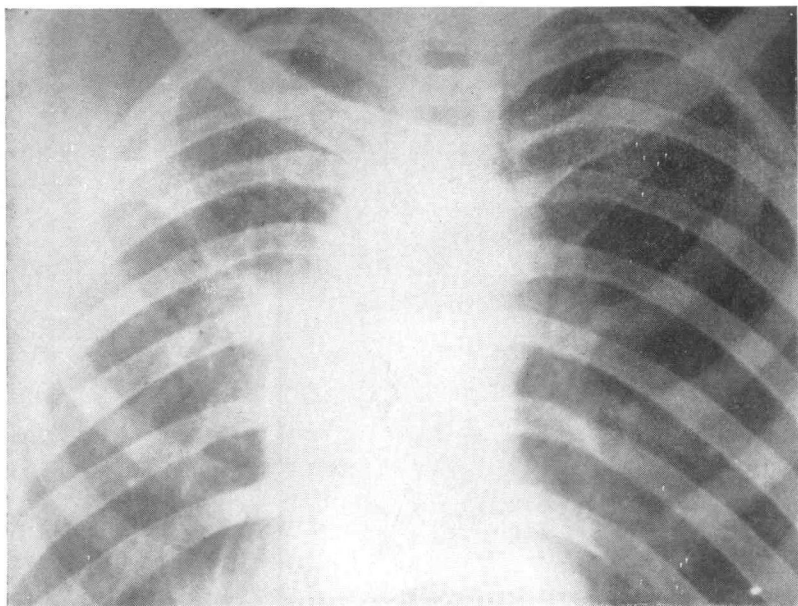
Radiographie prise à l'entrée du malade, montrant une destruction cavitaire presque complète du poumon droit.
